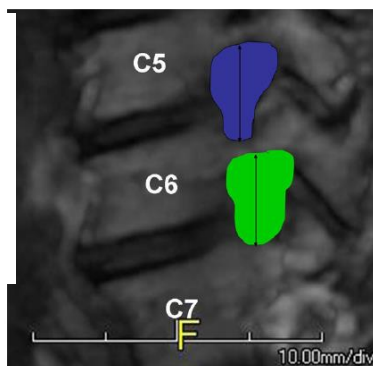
Sagittal magnetic resonance (MR) images showing the method of measuring the intervertebral foraminal areas (filled regions) and heights (double-sided arrows).
